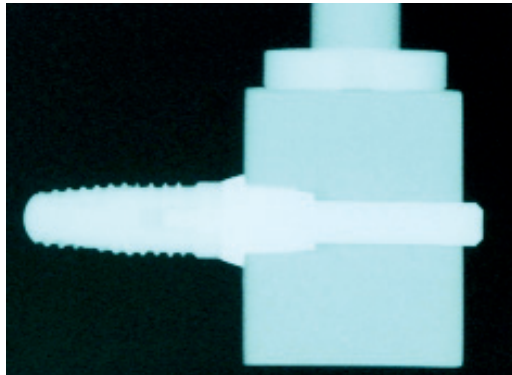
Abutmentblock im Röntgenbild.
